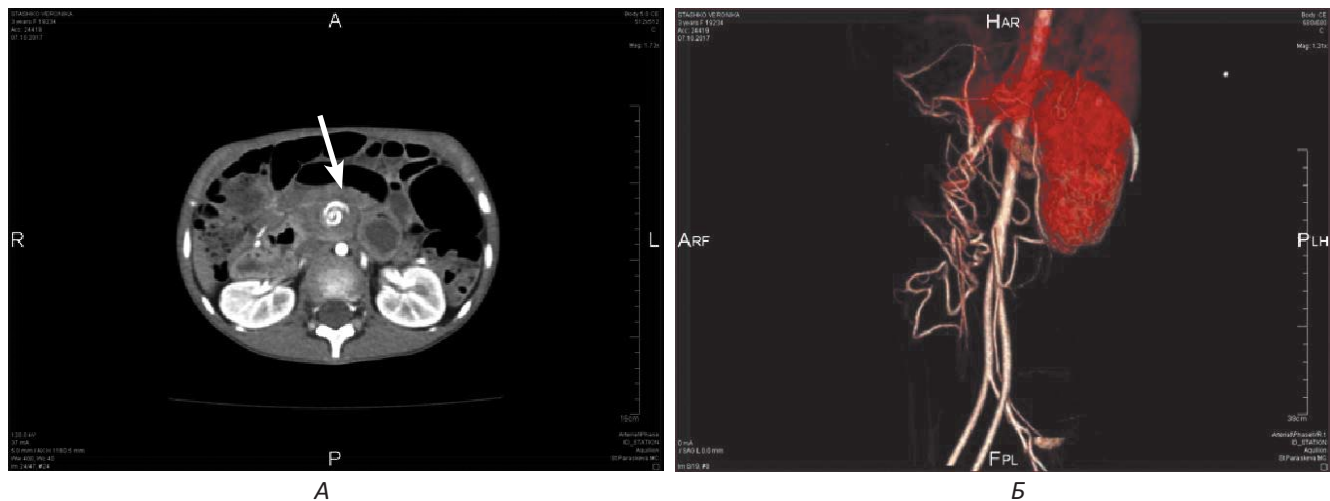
А – КТ з контрастуванням у дитини з мальротацією. Спіралеподібний хід ВБВ (стрілка). Б – 3D-реконструкція
